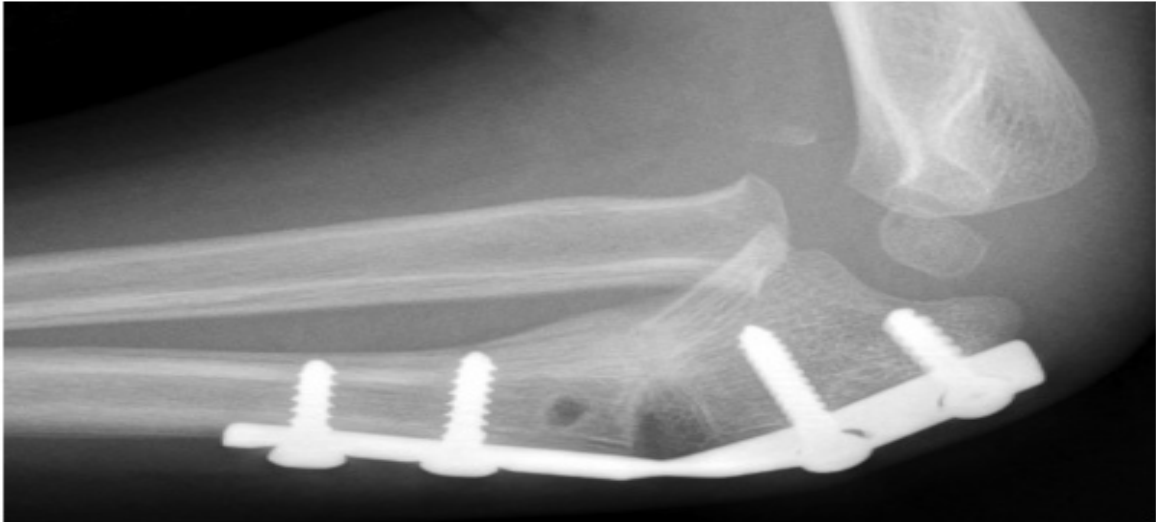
radiographie de profil du coude et l'avant-bras 6 semaines après l'intervention de Bouyala avec ligamentoplastie et greffe osseuse
